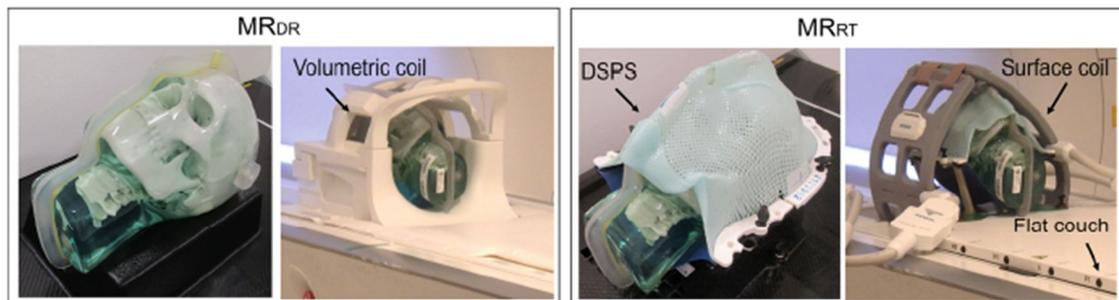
頭部ファントムの診断用(左)と治療用(右)の MRI 撮影条件の比較
